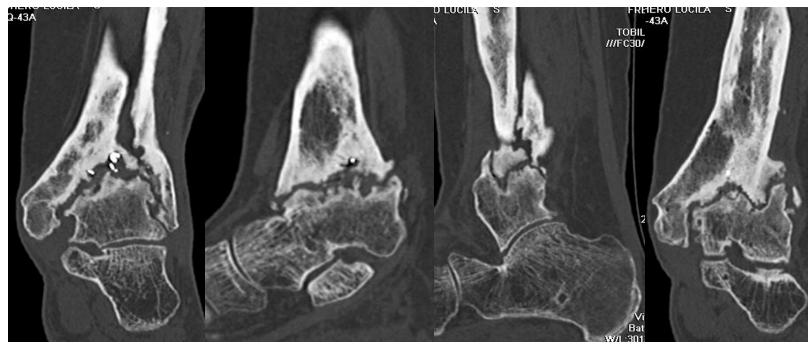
TAC tobillo artrodesado izquierdo con escaso puente óseo y remodelación ósea tibial y peroneal y puente óseo talo-tibial en el lado externo que no llegan a fusionarse. Articulación subtragalina conservada. Llamativa atrofia muscular en el tercio distal de la pierna.
